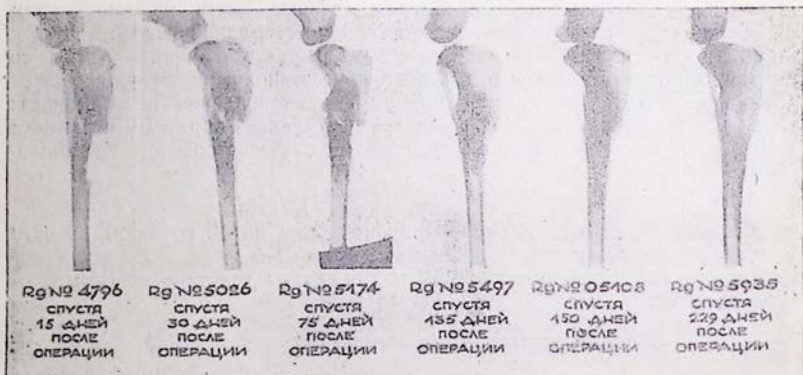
Опыт № 8. Пересадка штифта из «чистой» кости. Динамика рентгенологических наблюдений за 7½ месяцев (с 16.III по 1.XI 1949 г.).
